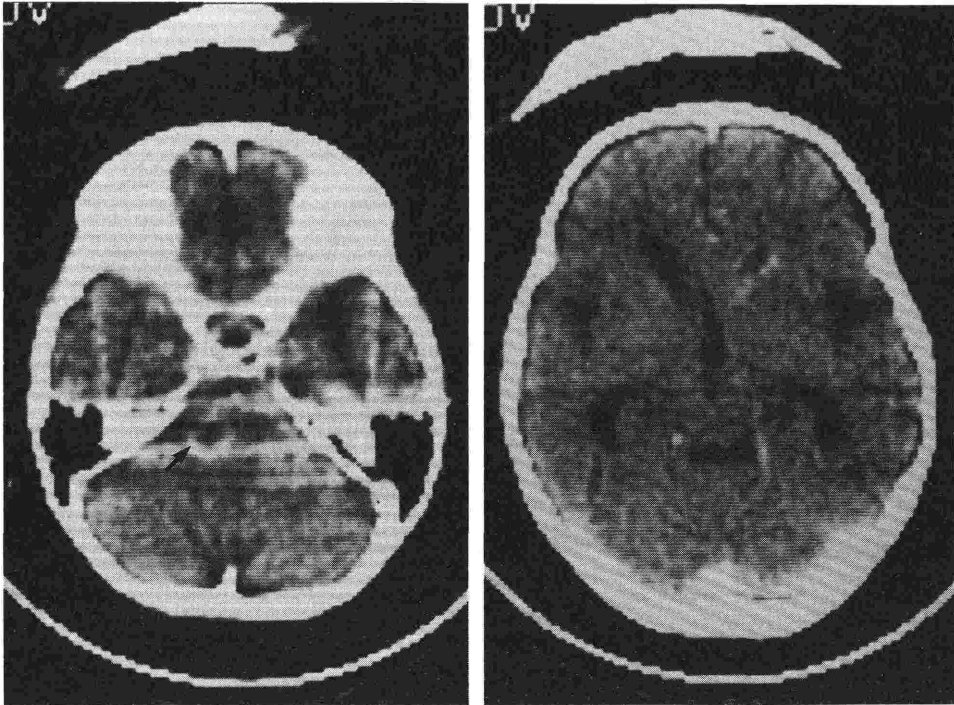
Case 1. Computerized tomography scans (with contrast enhancement) three weeks before the onset of sustained hypertension. A ring-enhanced mass is seen in the pons (left, arrow). But tumor is not demonstrated at the level of the midbrain (right).
